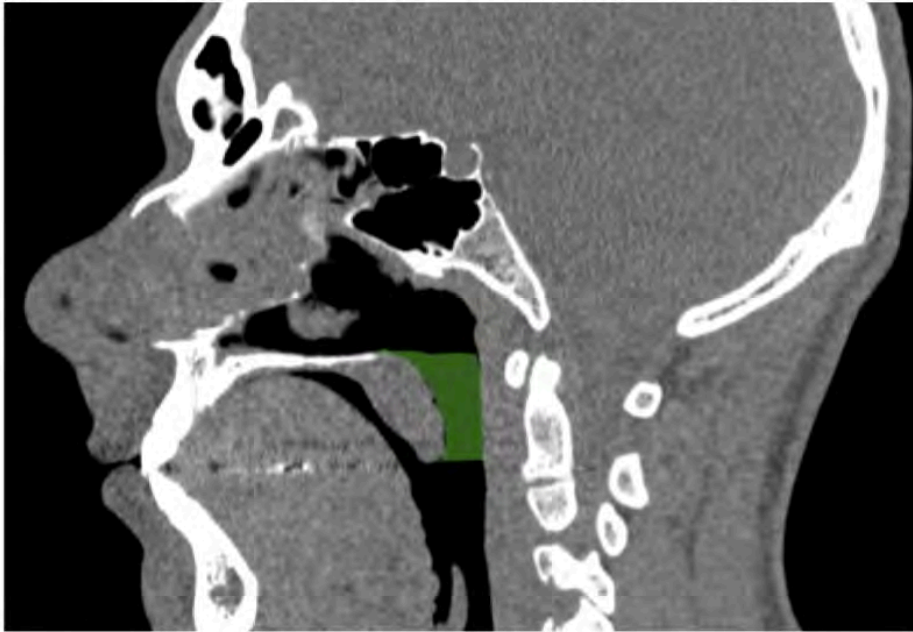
Tomografía computada en corte sagital a nivel del cuello en donde se aprecia la región retropalatina
